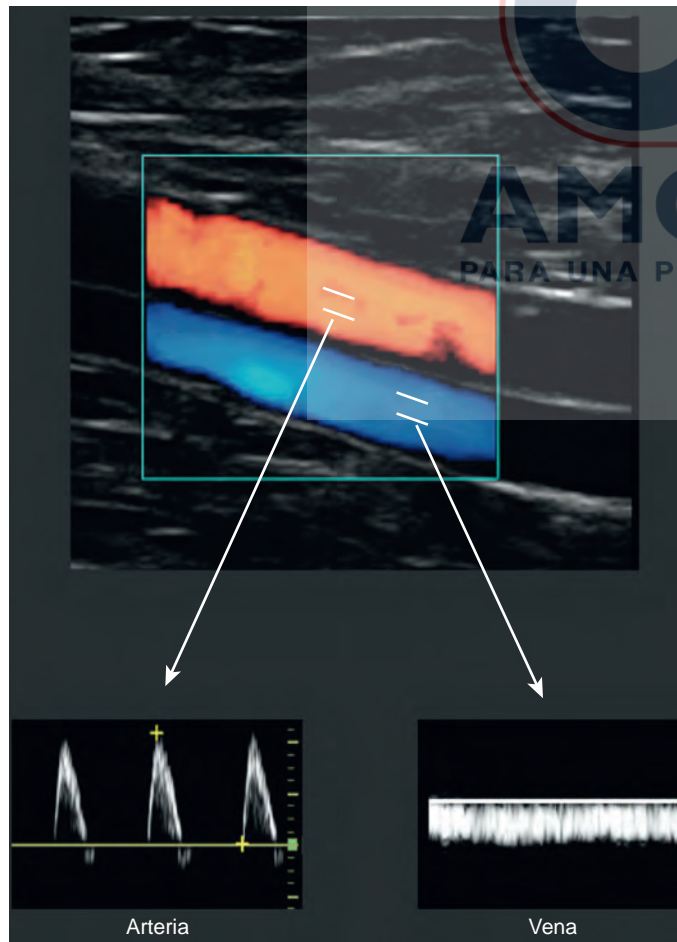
Ultrasonido Doppler color y de pulso para diferenciar la arteria de la vena. (Adaptado de Bangalore y cols.; *Circulation* 124(5):e147-e156, 2011).
